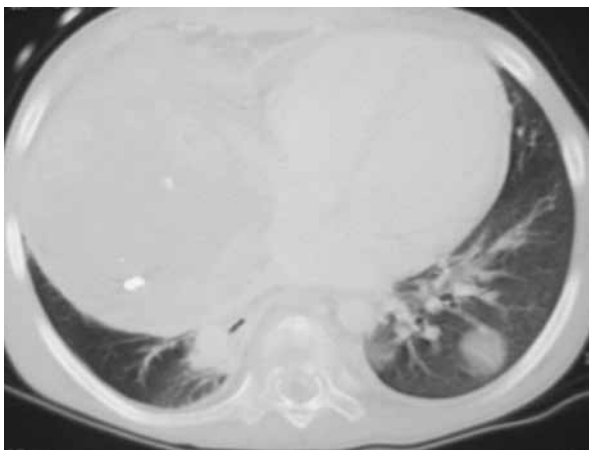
Tomografía axial de tórax. Ventana parenquimal.
